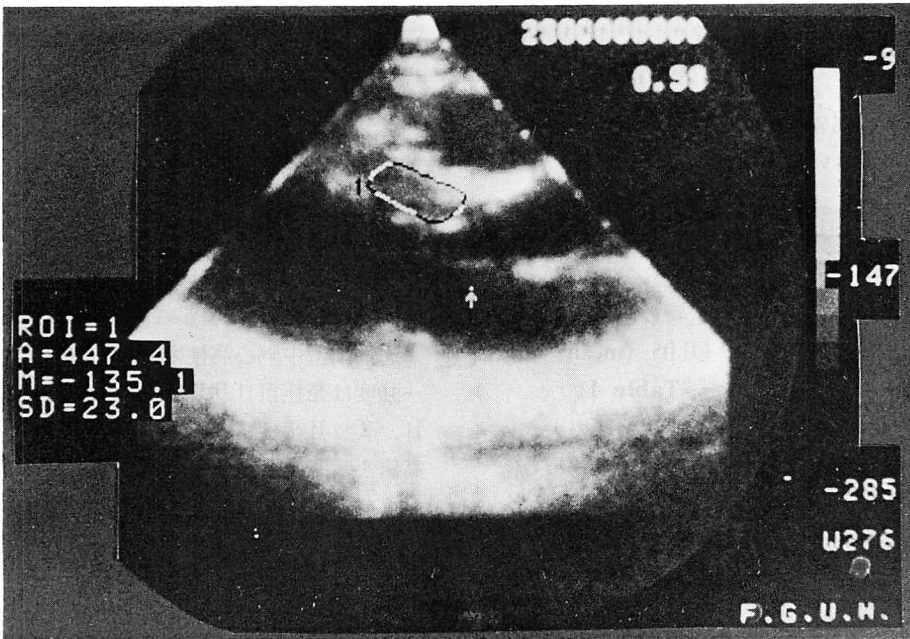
Processed digital two-dimensional echocardiographic image of a normal subject with the region of interest placed in the interventricular septum.
